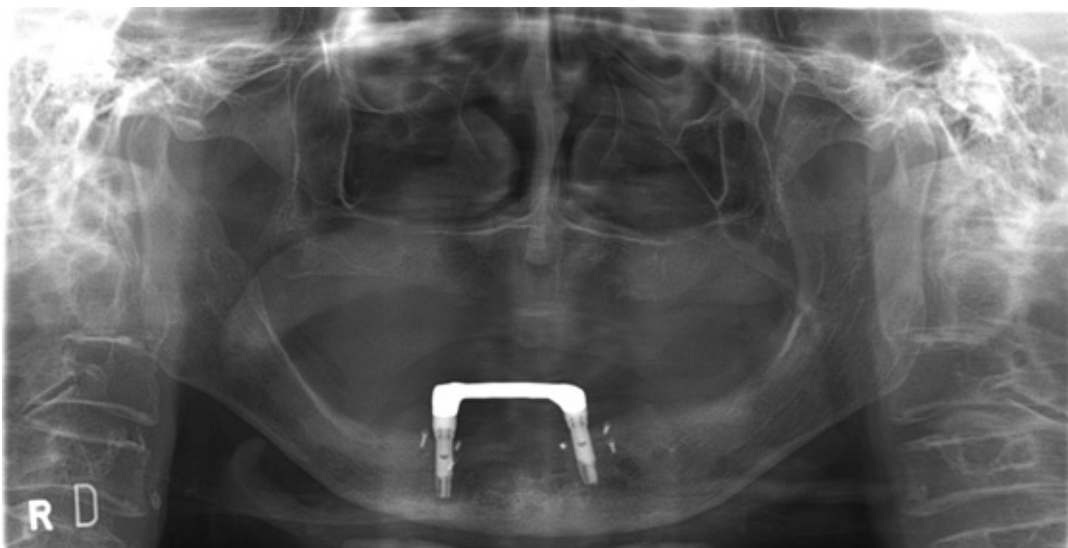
술 후 7개월 파노라마 방사선 사진
